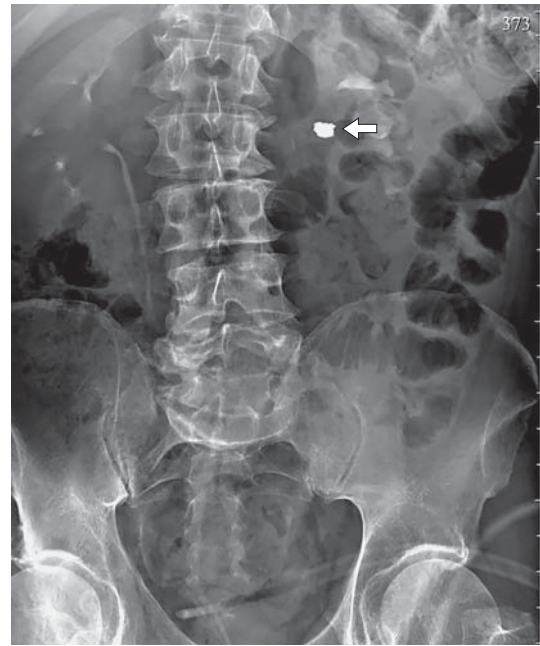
CT scan with contrast. The arrow indicates the fragment.
